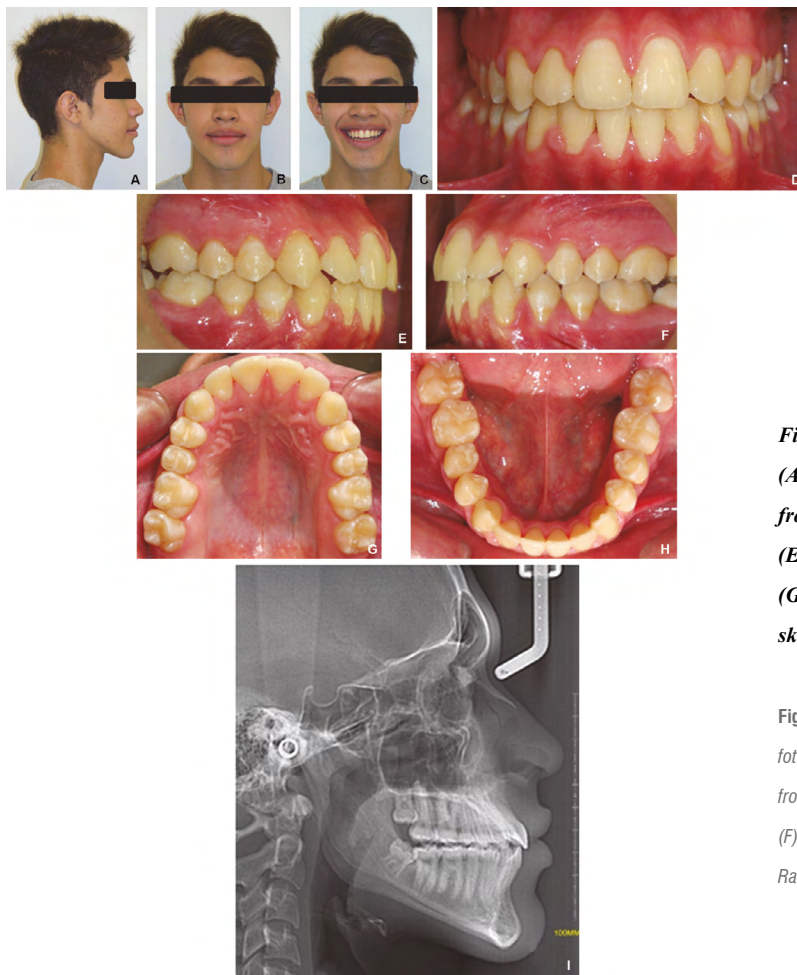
Patient #1 final records. Profile photograph (A), frontal photograph (B), smile photograph (C), frontal intraoral photograph (D), right side photograph (E), left side photograph (F), upper occlusal photograph (G), lower occlusal photograph (H), lateral X-ray of the skull (I)
